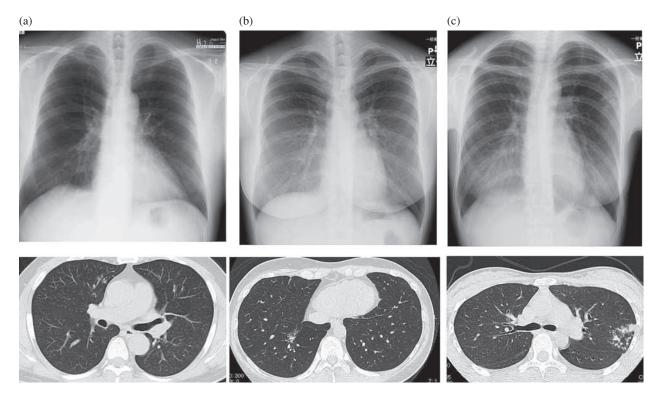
Chest radiograph and chest computed tomography findings of 3 tuberculosis patients. (a) A 57-year-old male $(r \coprod 1)$ who is the father of the patient. (b) a 29-year-old female $(r \coprod 1)$ who made regular clinic visits (obstetrics and gynecological clinic). (c) a 23-year-old female $(I \coprod 2)$ who is the patient's co-worker.
